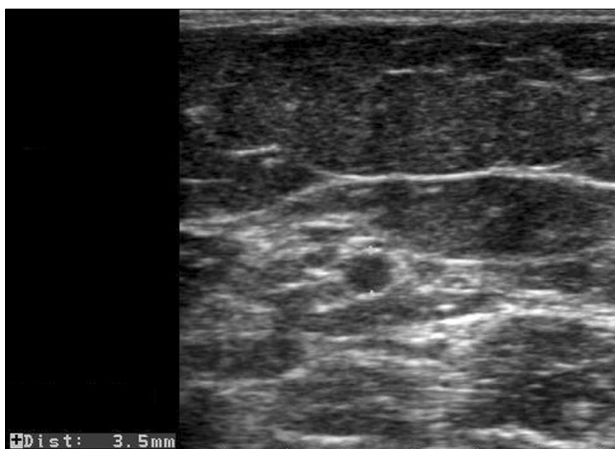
Measurement of inner diameter of vein by ultrasonogram.
